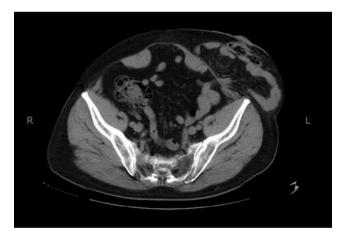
Imágenes axiales de TC de dos hernias de pared abdominal anterior (izquierda) e inguinal (derecha) con contenido graso e intestinal, no complicadas.
